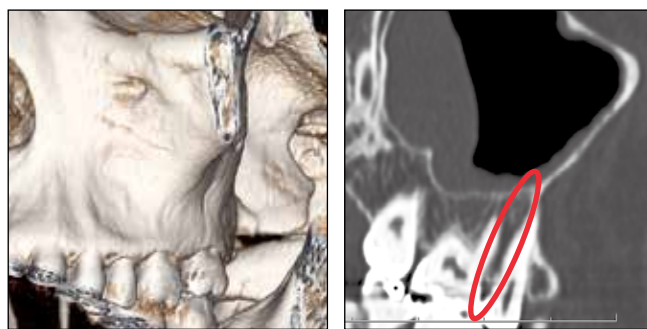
Подвисочная поверхность челюсти на 3D и КТ
